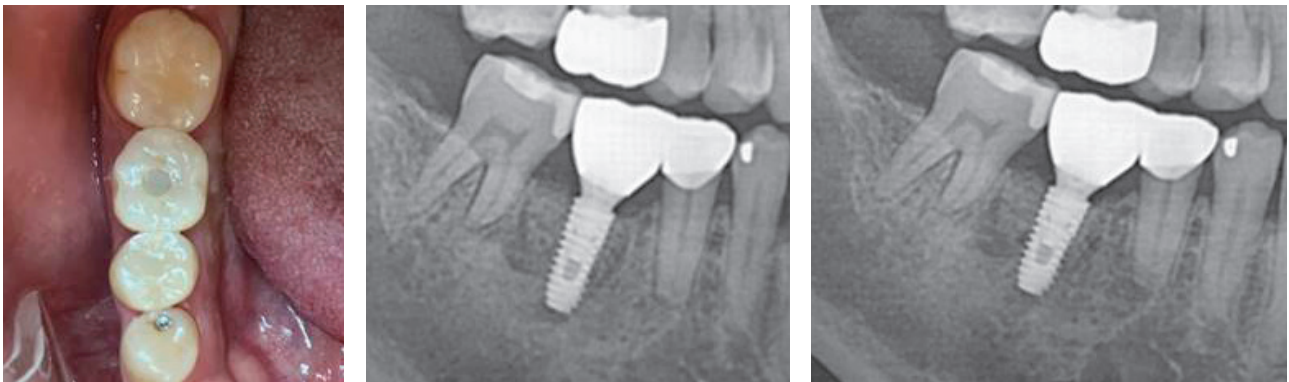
보철물을 장착한 구내 및 방사선 사진과 8개월 F/U 방사선 사진
